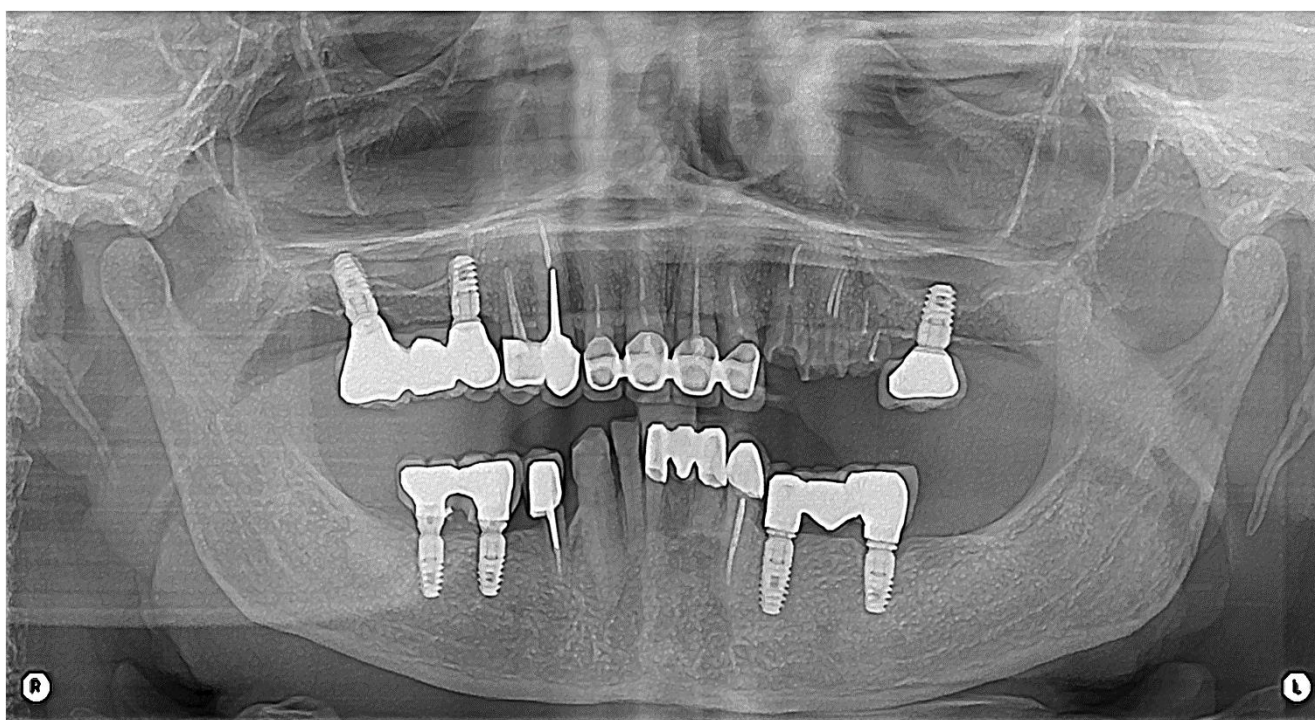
Ортопантомограмма пациентки Д
